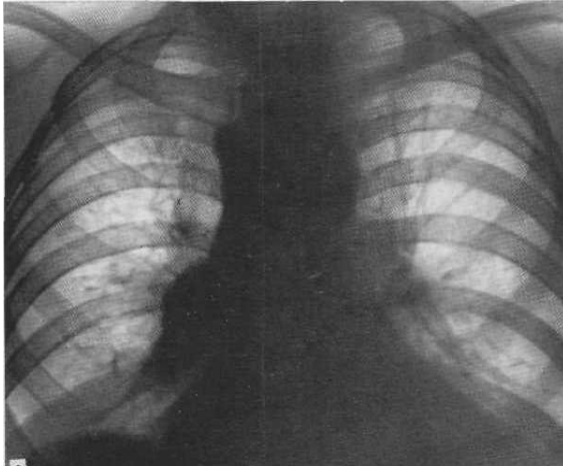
Оглядова рентгенограма. Інтерстиціальний силікоз
